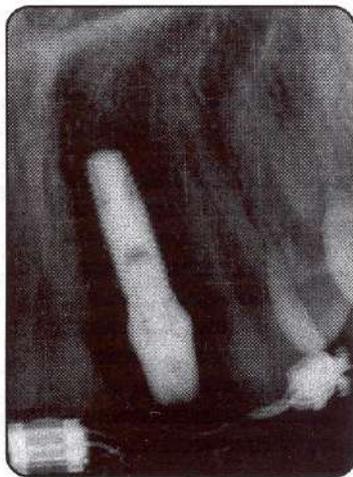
La biocompatibilidad del implante de titanio permite observar una adecuada reacción de los tejidos óseos alrededor de la fijación. La radiografía muestra un excelente comportamiento de las estructuras óseas alrededor del implante un año después de la colocación de la restauración protésica.
